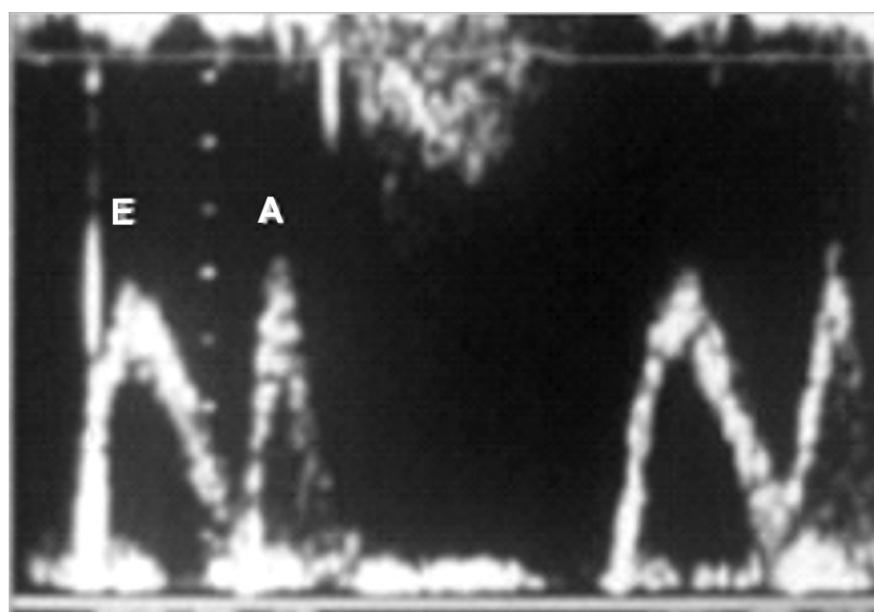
Registro ao Doppler pulsátil do fluxo mitral – ondas E e A
